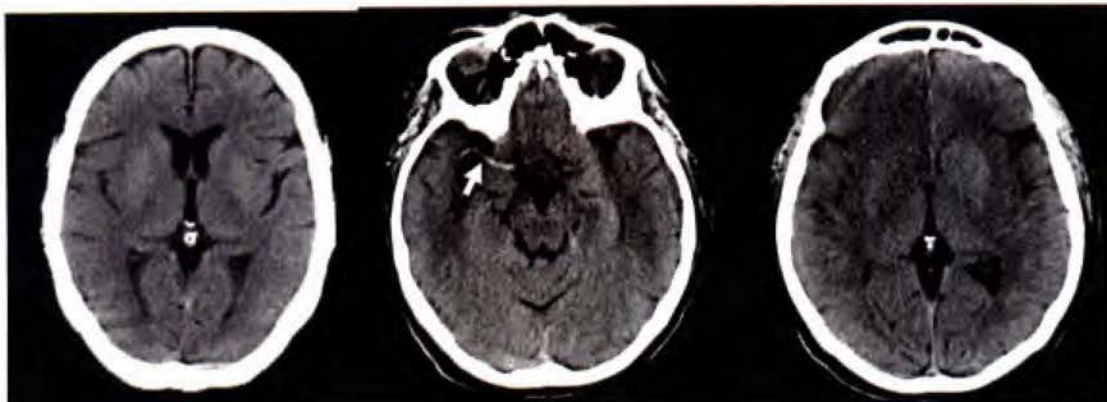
TAC sin contraste realizado luego de tres horas de presentarse los síntomas. En la imagen de la izquierda se observa pérdida del ribete insular derecho, en la imagen del centro la presencia de ACM hiperdensa unilateral, la imagen de la derecha muestra oscurecimiento del núcleo lentiforme derecho (15).
